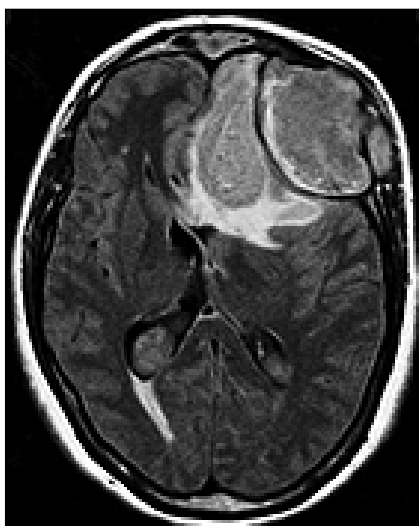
RM cerebral preoperatoria en DWI. Imágenes descritas con apariencia hiperintensa, homogéneas, edema perilesional y efecto de masa. Leyenda: RM, Resonancia Magnética. DWI, técnica de difusión.
